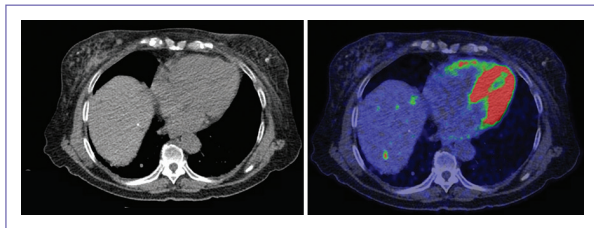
Metástasis hepáticas hipermetabólicas en paciente con antecedente de adenocarcinoma en la unión recto-sigmoides, no visualizadas por tomografía computarizada.
